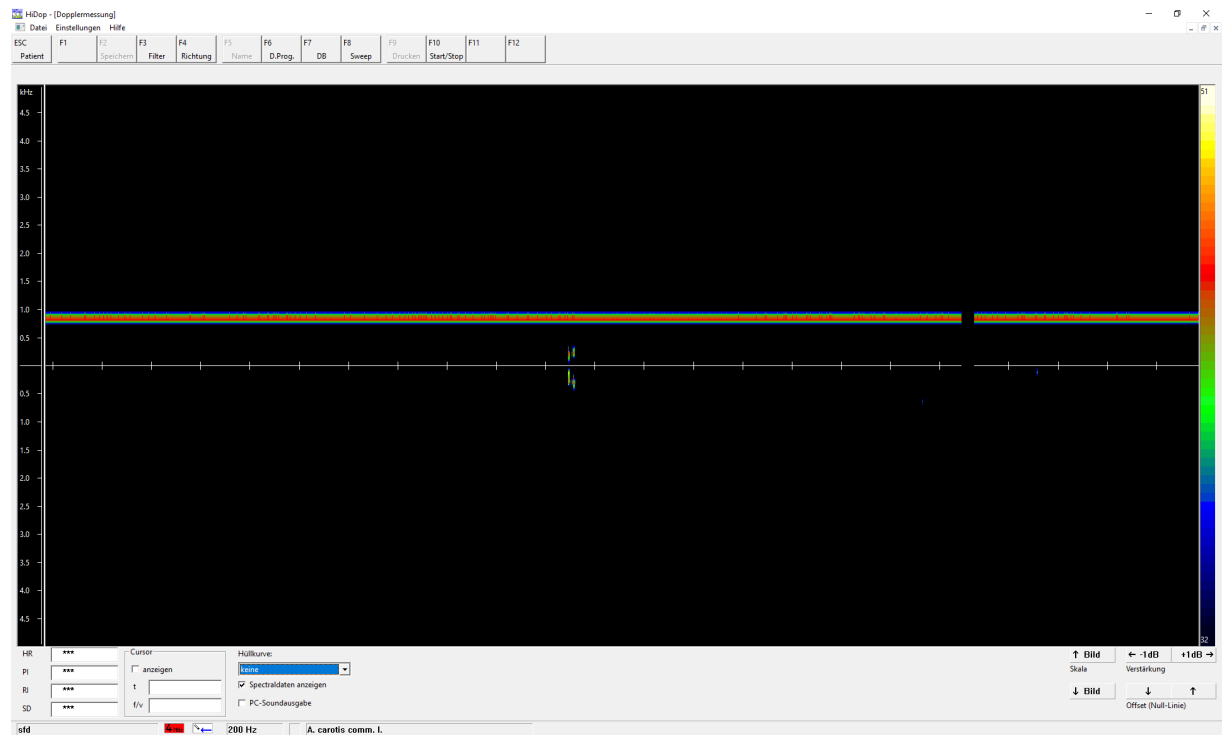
Offset Dopplergerät, eigene Grafik
